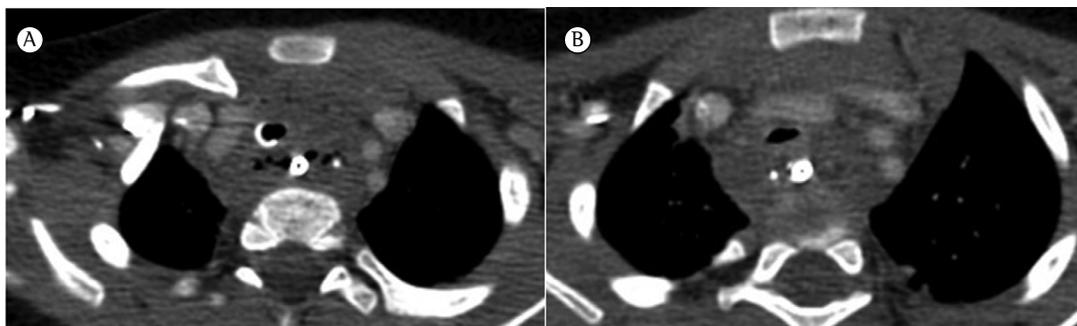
TC mostrando alargamento do mediastino superior com áreas de baixa atenuação em torno da traqueia e das artérias supra-aórticas e veias, bem como gás extraluminal e fragmentos metálicos (restos de corpo estranho), sugestivos de perfuração esofágica e mediastinite.
